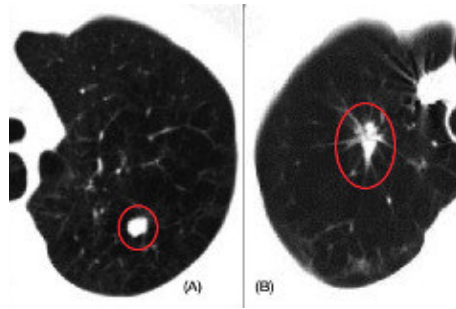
Exemplos de TC, onde é possível verificar o aparecimento de nódulos pulmonares: (A) TC com o nódulo benigno e (B) TC com nódulo maligno. Fonte: (ARMATO *et al.*, 2011).
